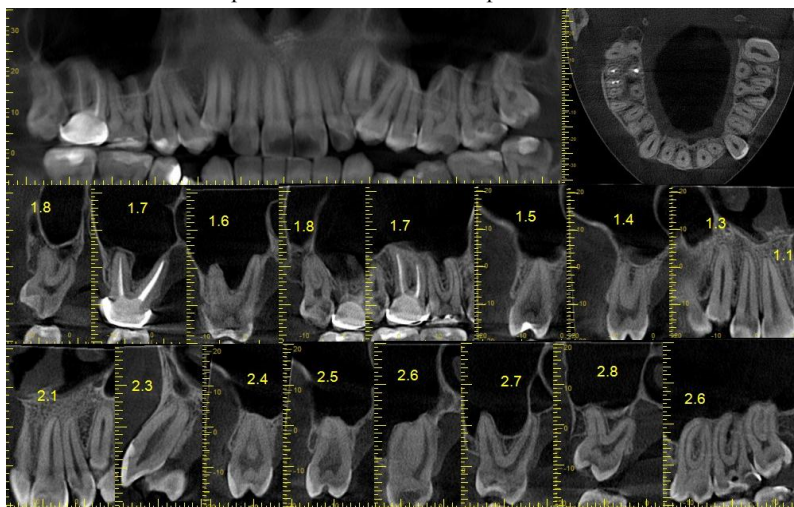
Рентгенологічні ознаки каріозних порожнин в зубі 2.6
